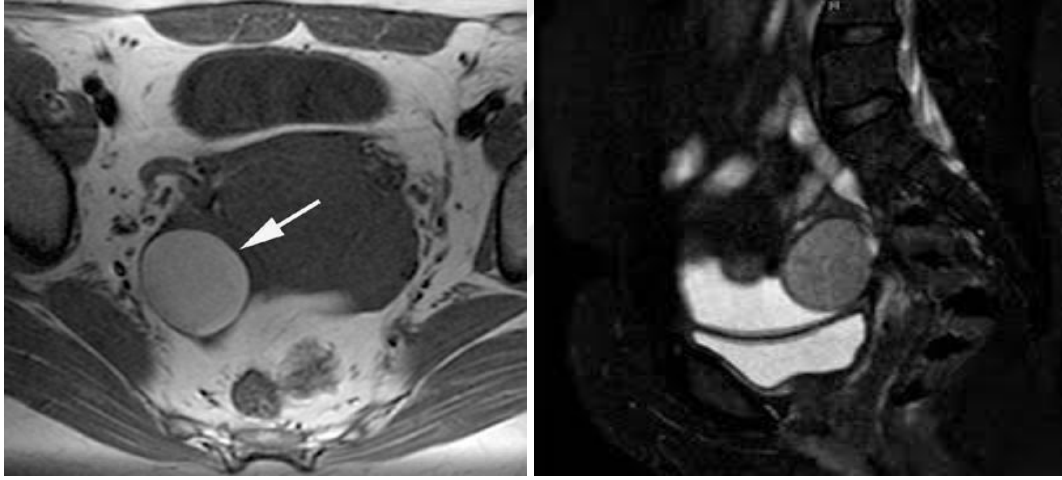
8. Endometrioma ultrason görüntü (www.pinterest.com)
